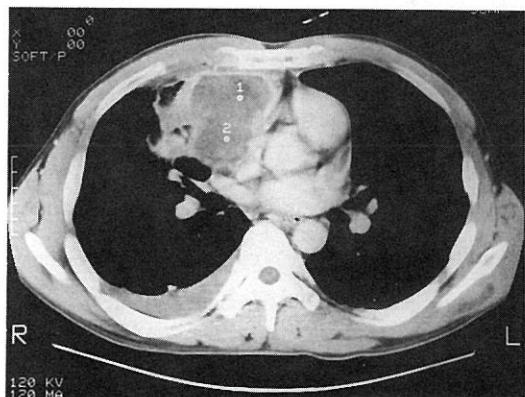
The chest CT demonstrating about $7 \times 7 \times 8\text{cm}$ sized lobulating inhomogeneous mass at the right lower anterior mediastinum and pleural effusion on the right lung.
